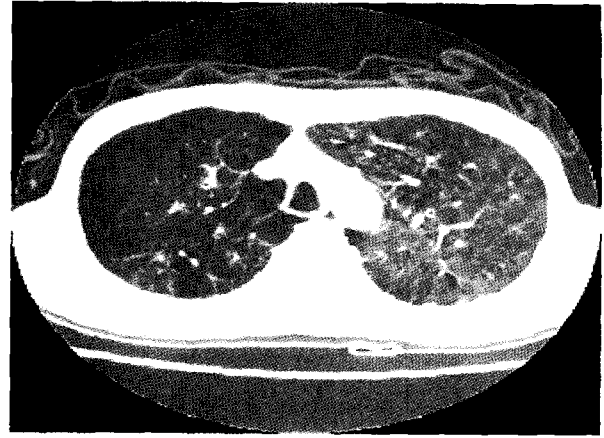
Preoperative chest CT scan shows diffuse severe emphysematous changes of both lung parenchyma.
